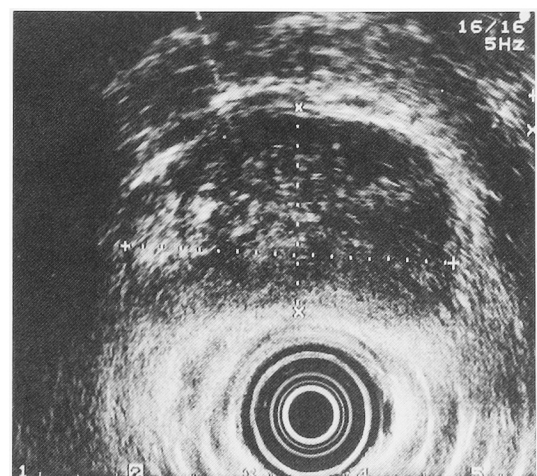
Ultrasound examination revealed a hyperechoic lesion in the right prostate lobe.
